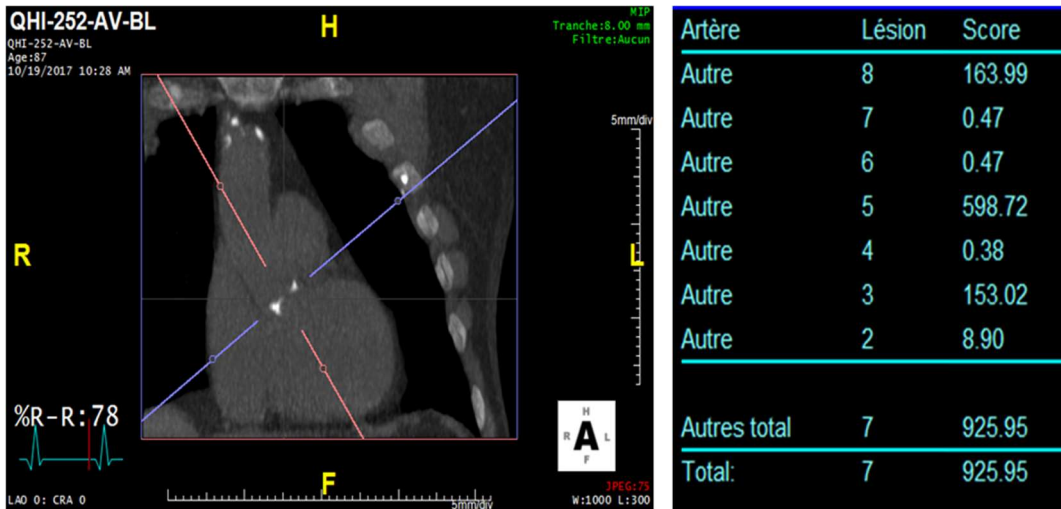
Mesure de la charge calcique de la valve aortique en tomographie axiale calculée par ordinateur (TACO). Sur l'image A, représentant une coupe frontale passant par le cœur, on aperçoit au centre en blanc les calcifications aortiques. Les coupes coronales passant par la valve aortique sont analysées une à une (les 8 images du bas). L'opérateur entoure la zone d'intérêt jugée calcique aortique (qui apparaît en surbrillance rose) et l'ordinateur additionne le nombre de pixels calciques aortiques en attribuant une unité arbitraire (UA) à chaque groupe de 4 pixels adjacents.
